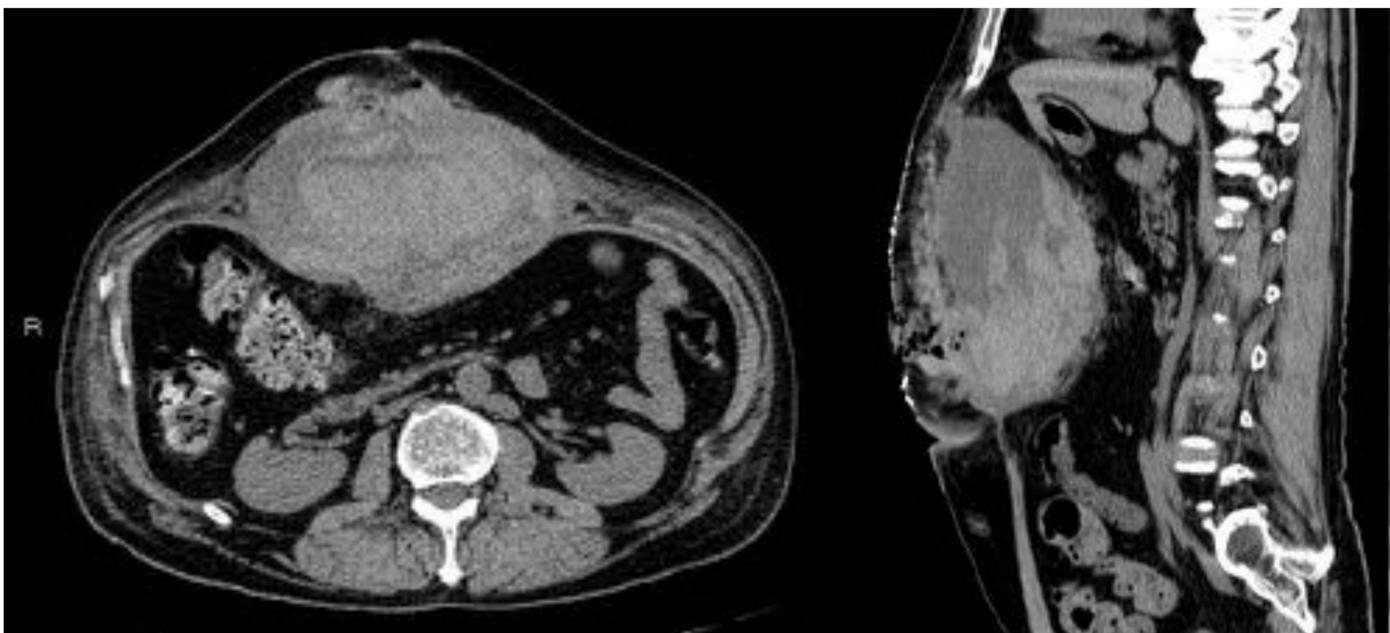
TC realizada en el paciente referido en la Figura 4 que confirma la presencia de un voluminoso hematoma en la pared abdominal
